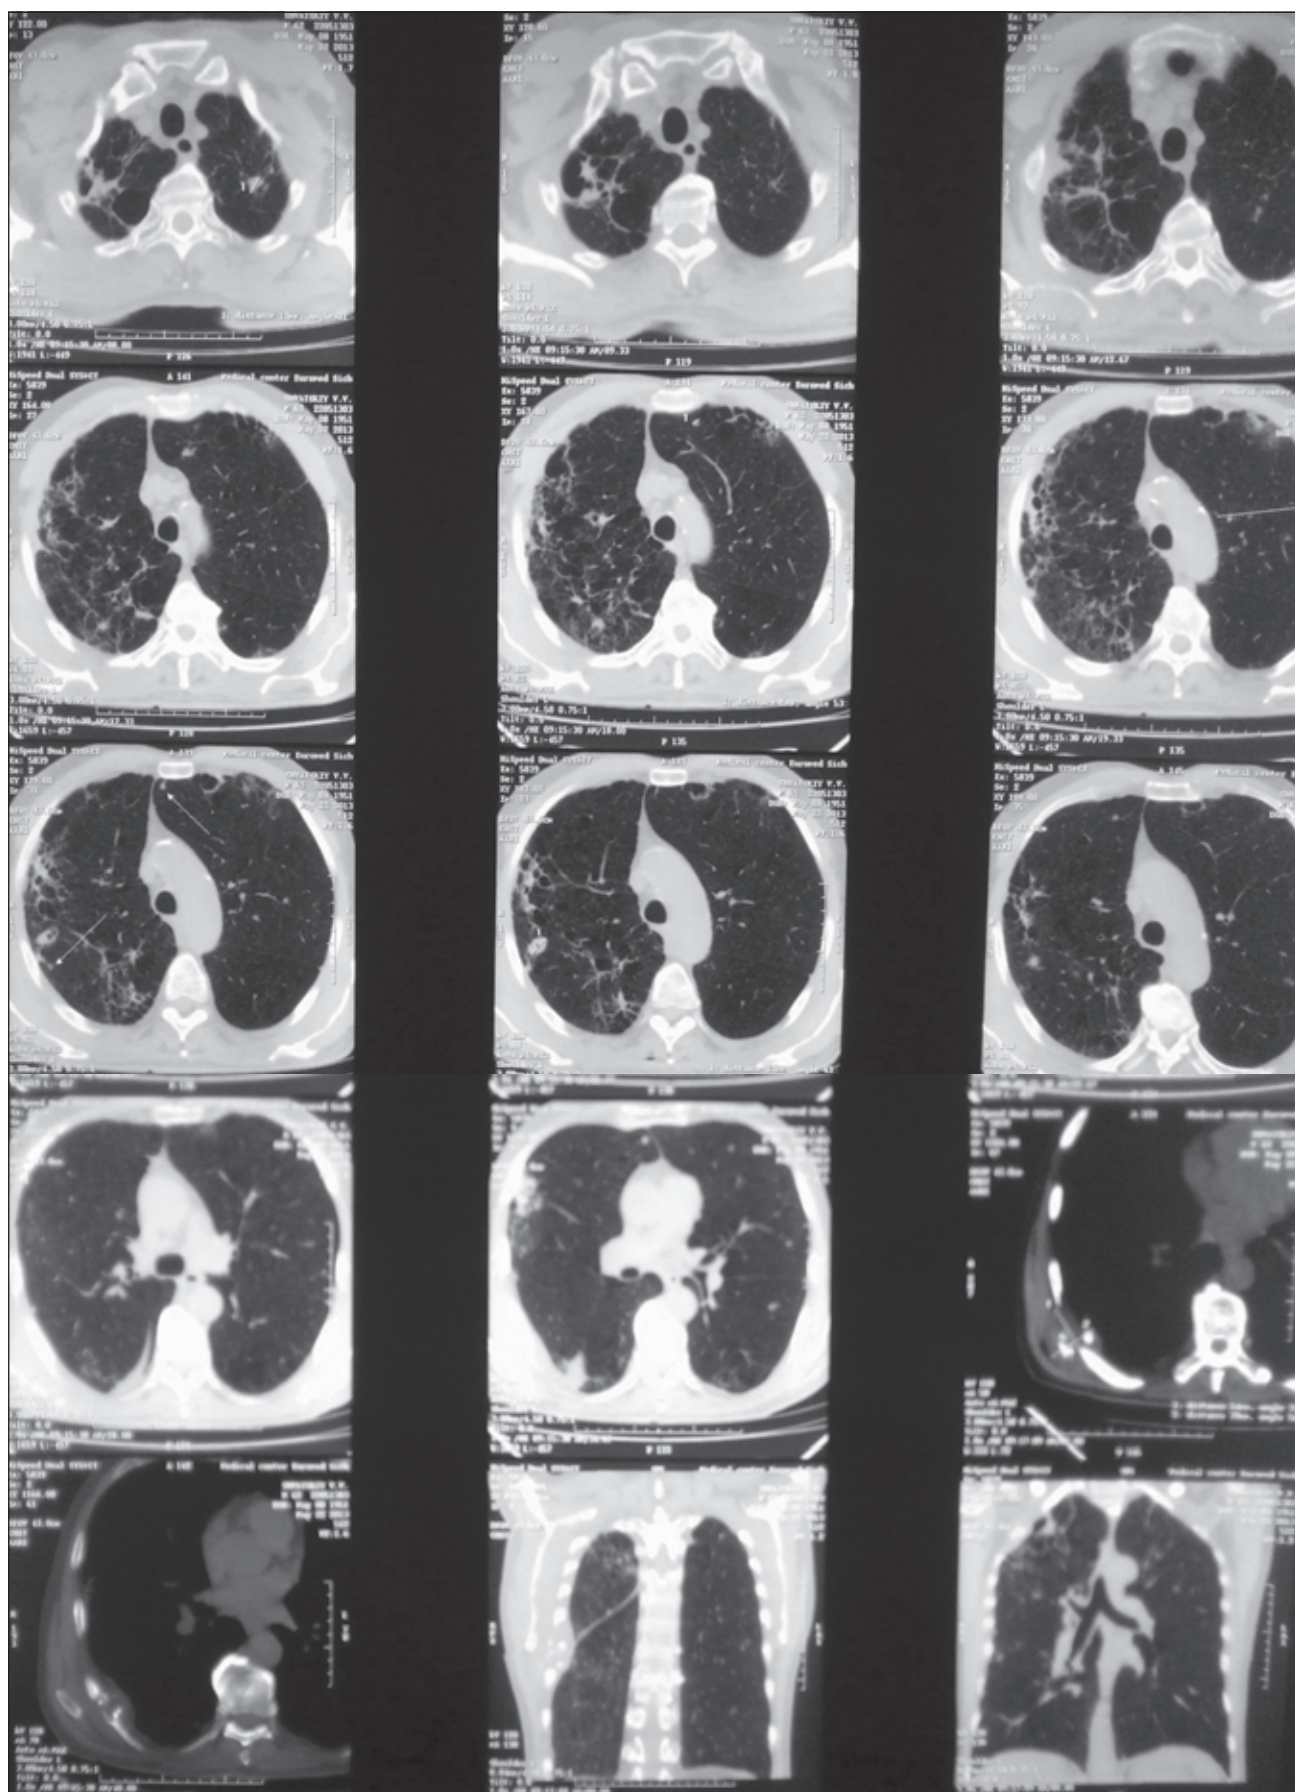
КТ ОГП больного Ш., 62 лет, при поступлении в стационар
